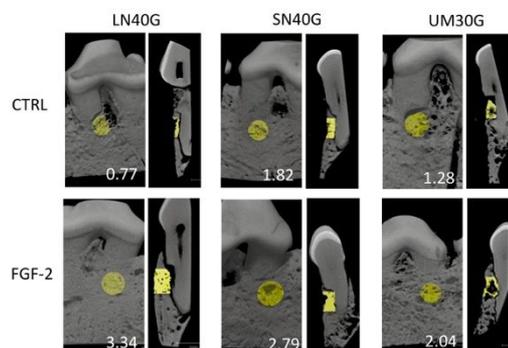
開窓モデルにおける μCT による新生歯槽骨の解析
